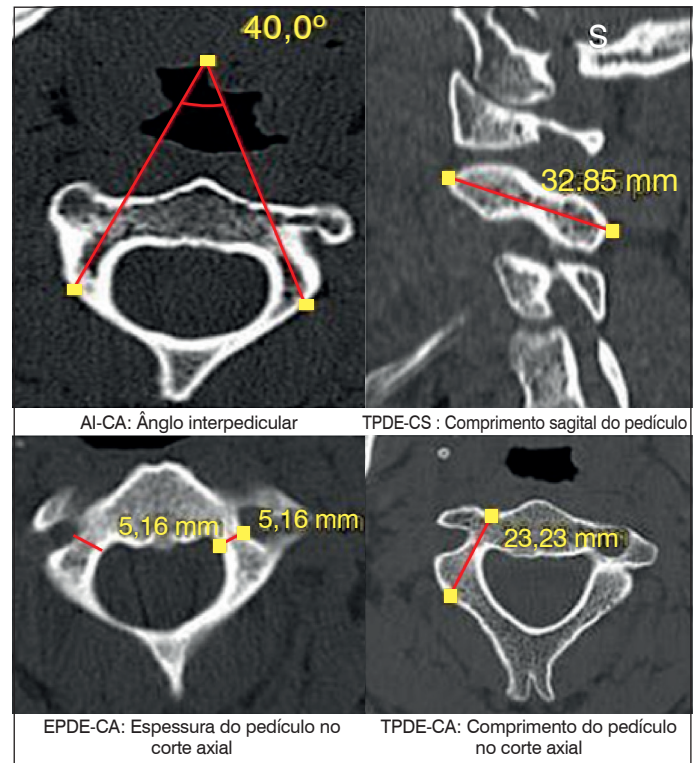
Imagem da tomografia computadorizada da coluna vertebral (C2/Axis) dos parâmetros investigados.
